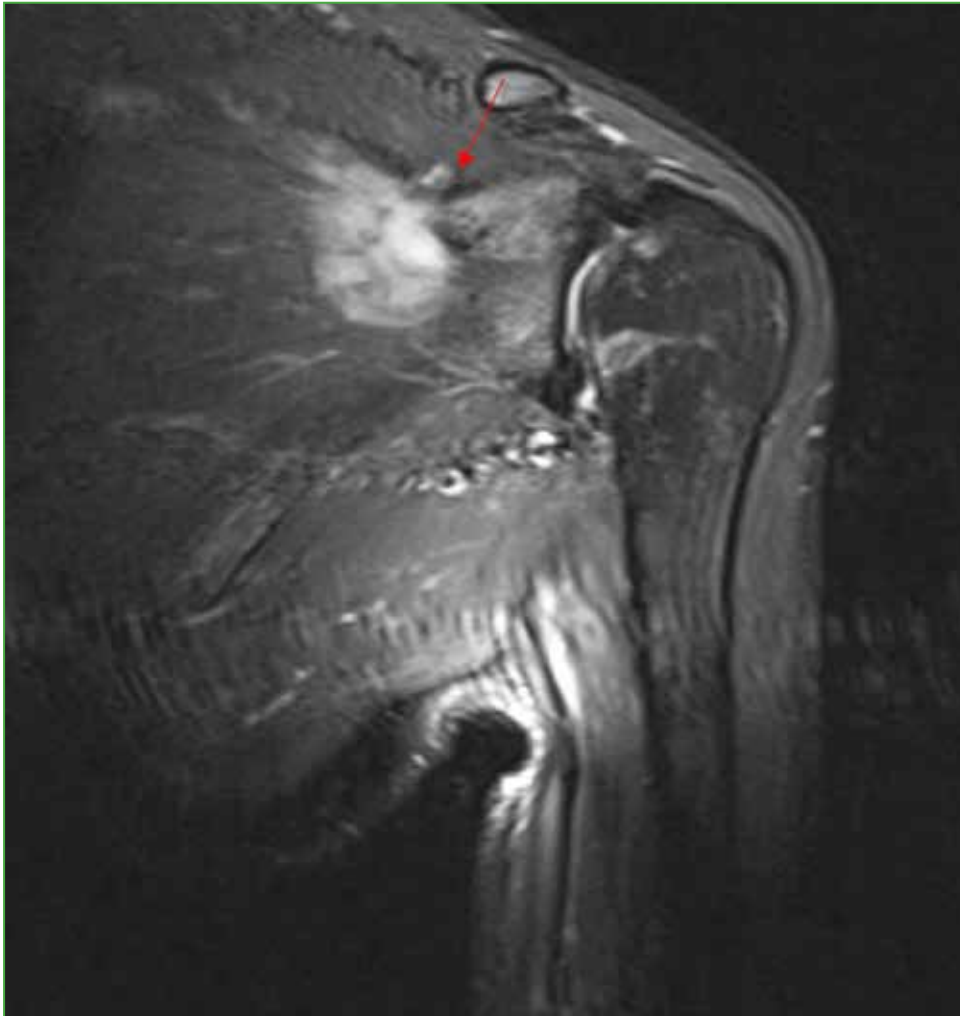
Resonancia magnética de hombro izquierdo, corte coronal. La flecha roja señala el tumor subescapular.
